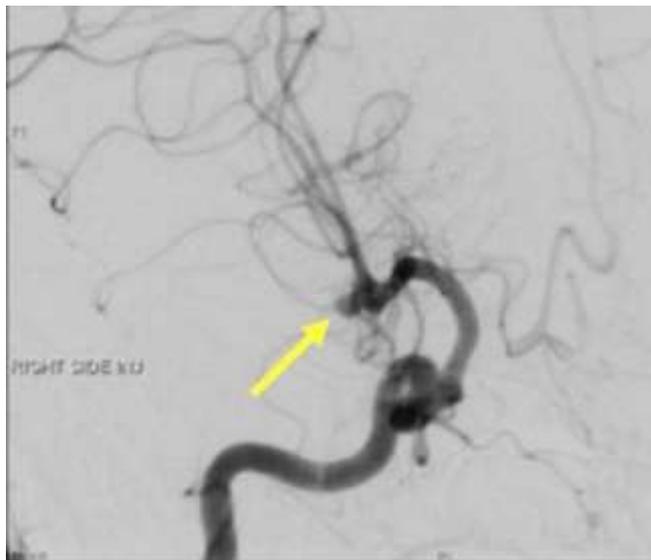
Angiografia por Tomografia Computadorizada (ATC) mostrando um aneurisma sacular (seta amarela) na bifurcação da artéria vertebral média, figura de [8].
